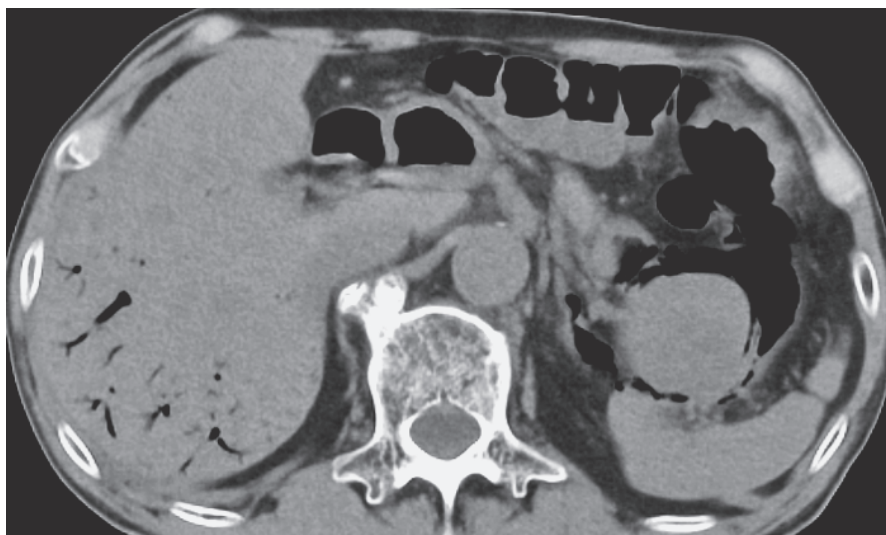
APC 止血直後の腹部単純 CT 検査.
